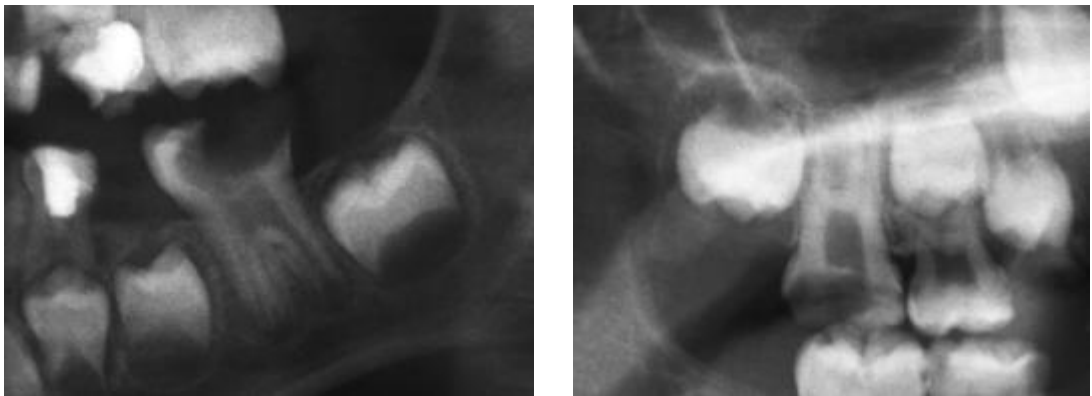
Daimi üçüncü molar germinin radyografide izlenmesi/izlenmemesi
